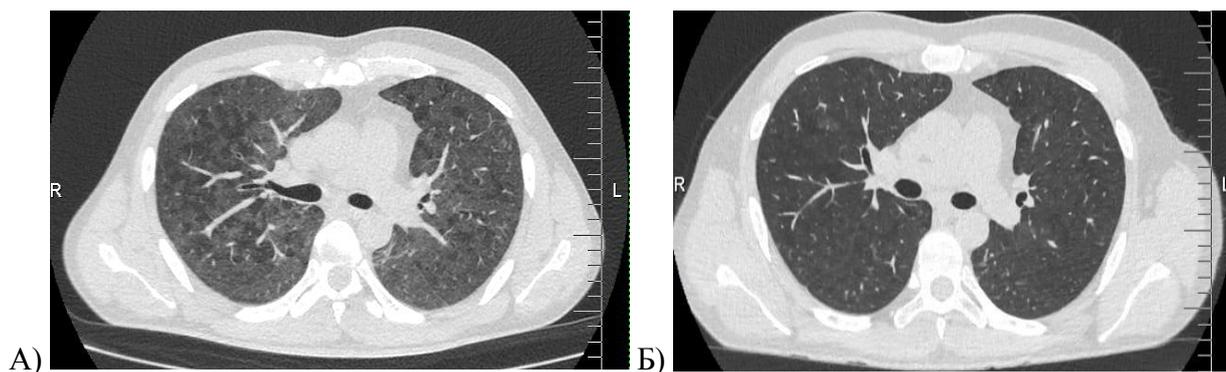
Результаты СКТ органов грудной клетки больного И.:
